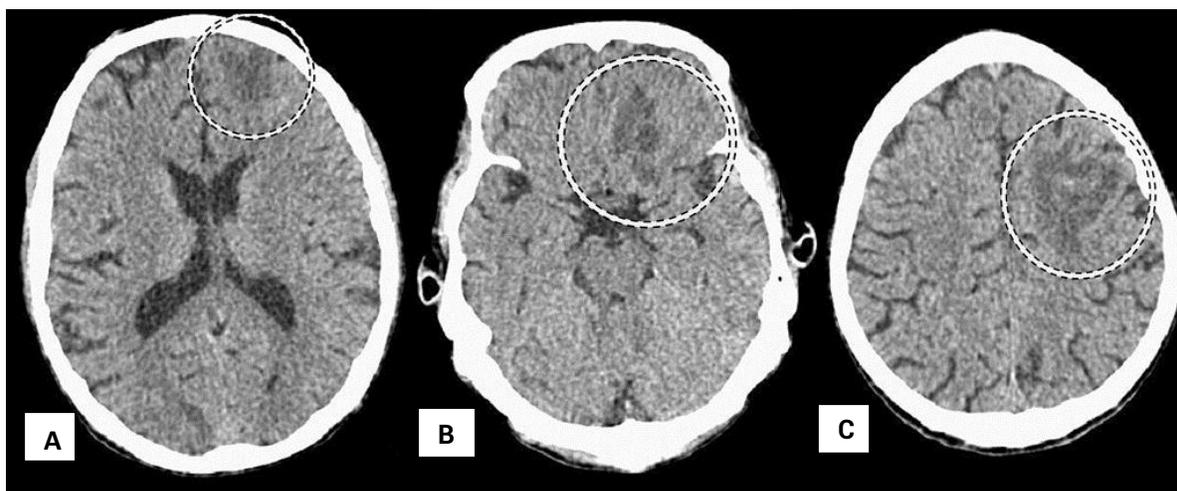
TAC de cráneo a los 3,5 meses del egreso hospitalario, donde se observan tres lesiones en el hemisferio cerebral izquierdo, localizadas en la región frontobasal (A), frontal (B) y frontoparietal (C)
